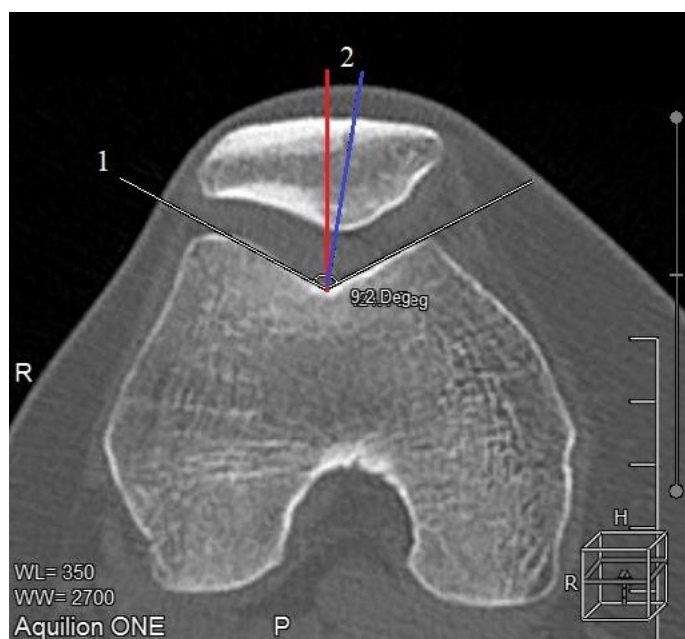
Томограмма коленного сустава в аксиальной плоскости, полученная при статической МСКТ. Угол конгруэнтности (цифра 2) – это угол между биссектрисой (красная линия) угла бедренной борозды (цифра 1) и линией, соединяющей самую нижнюю точку центрального гребня надколенника и самую нижнюю точку межмыщелковой борозды (синяя линия). В данном случае угол конгруэнтности равен - $9,2^{\circ}$
